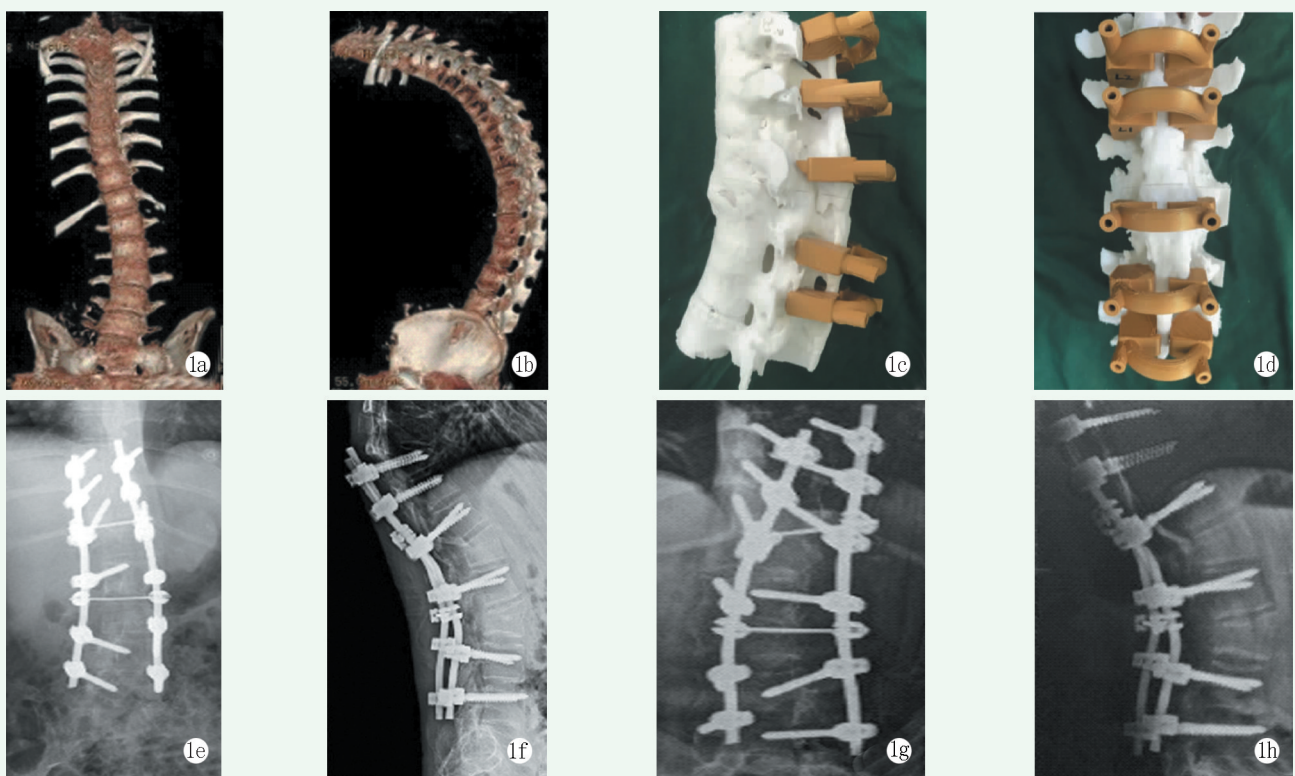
患者，男，25 岁，确诊为 AS，接受矫正截骨 3D 打印导向器辅助椎弓钉内固定 1a, 1b: 术前三维 CT 重建显示脊柱重度后凸畸形，伴轻度侧凸畸形 1c, 1d: 打印出手术节段脊柱模型与 3D 打印椎弓钉置入导板 1e, 1f: 术后 1 个月正、侧位 X 线片显示脊柱畸形矫正满意，内固定位置良好 1g, 1h: 术后 12 个月正、侧位 X 线片显示内固定到位，畸形维持效果好，截骨端存在骨性融合
